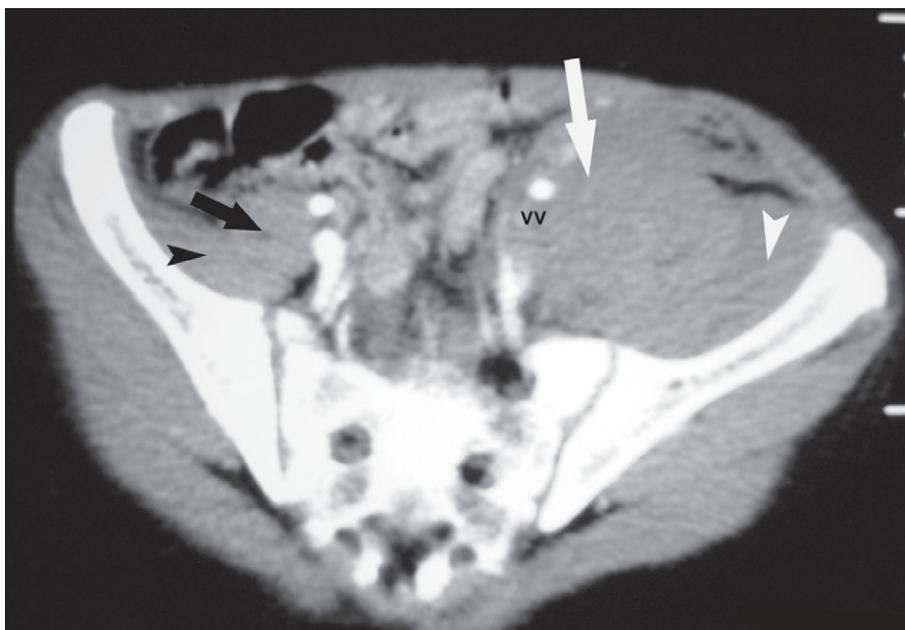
Tomografia computadorizada de abdome após injeção de contraste endovenoso. Observa-se grande aumento do músculo psoas esquerdo (seta branca) com achatamento do músculo ilíaco ipsilateral (ponta de seta branca) e deslocamento medial e anterior dos vasos ilíacos (vv). Os músculos psoas (seta negra) e ilíaco (ponta de seta negra) à direita têm aspecto preservado. Hematoma do músculo psoas esquerdo.
